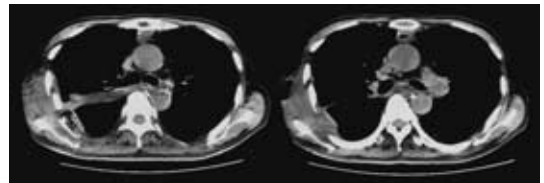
Plain CT after operation : The latissimus dorsi muscle flap was shown behind the main bronchus (top). The posterior mediastinal space after esophagectomy was filled with the muscle flap with the fat tissues (bottom)
